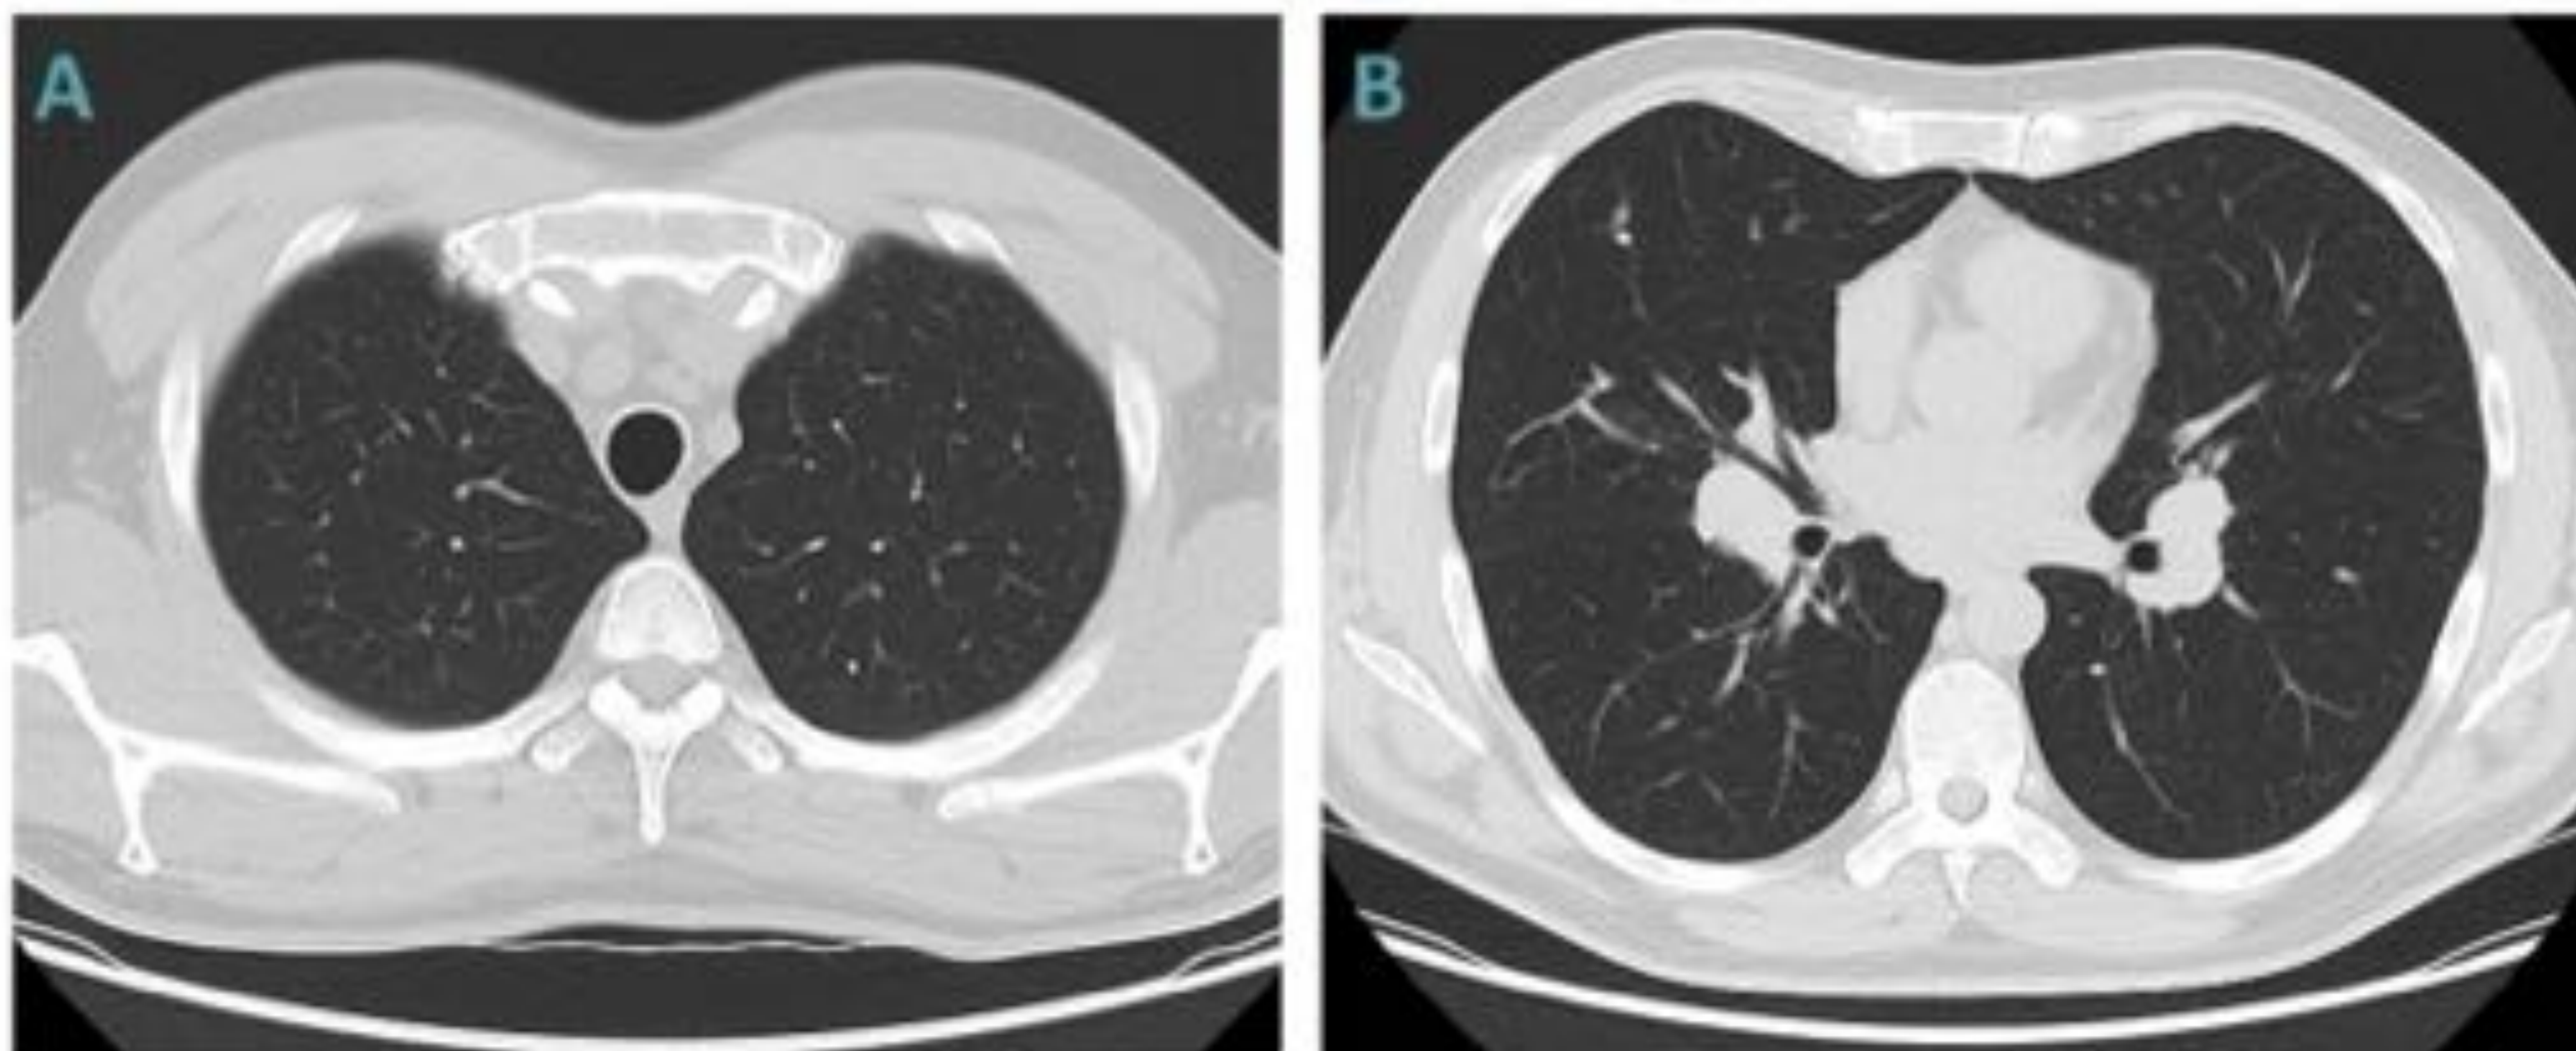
Paciente diagnosticado de sarcoidosis. TC de tórax donde se observan micronódulos calcificados dispersos y adenopatías hiliares bilaterales.
